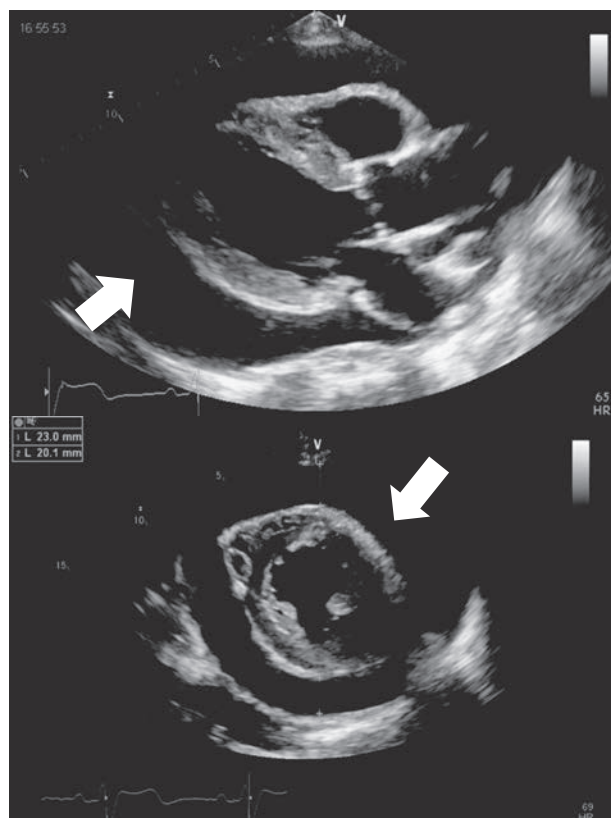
心臓超音波検査（上：傍胸骨長軸像、下：傍胸骨短軸像）
